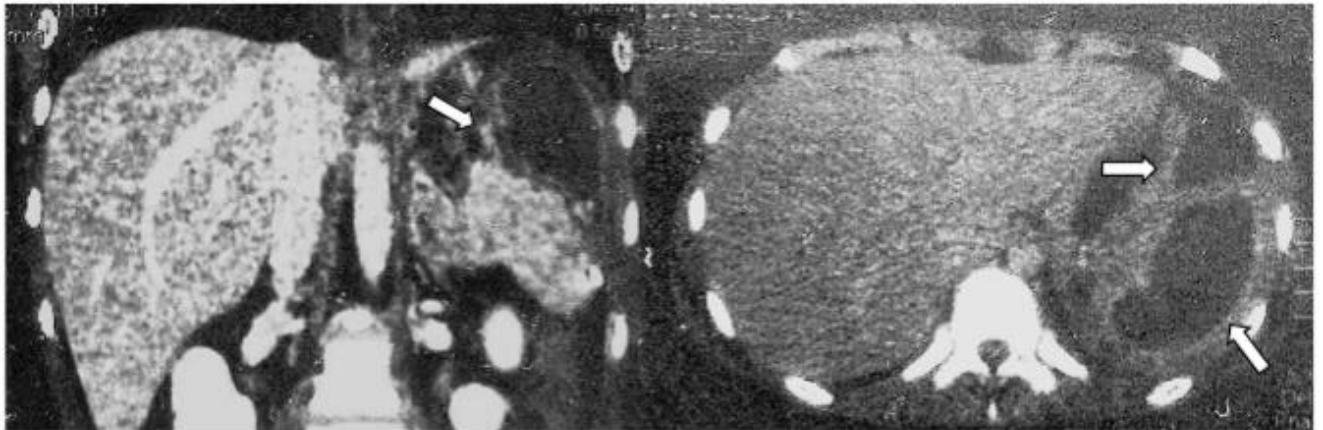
(a, b) – КТ селезенки больной Натальи Д. с остаточной гнойной полостью, указанной стрелками
